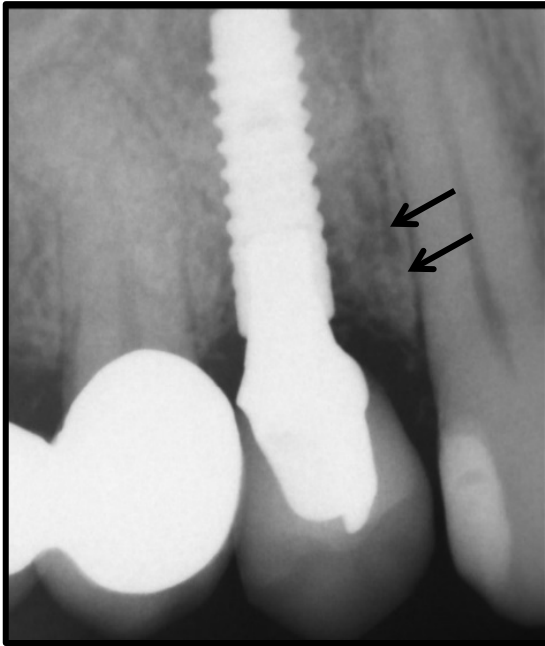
röntgenologische Aufnahme zum Zeitpunkt der 3. Visite nach 3 Jahren, Patient 8, die stärkere Mineralisation mesial des Implantats im augmentierten Bereich ist zu erkennen
